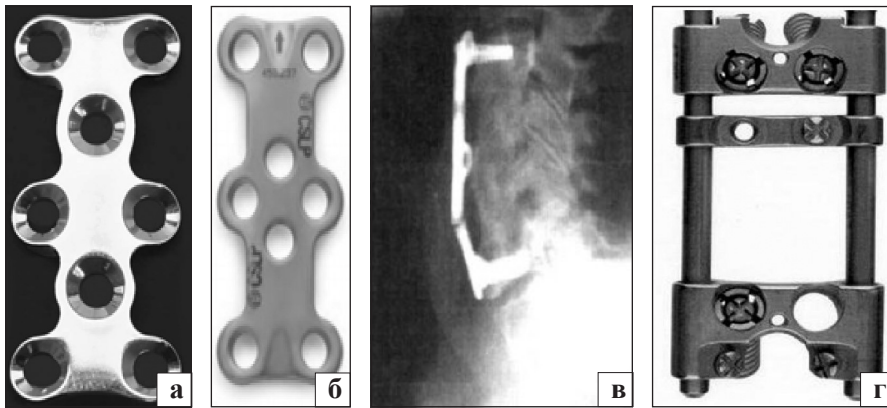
Зразки цервікальних пластин різних поколінь та ілюстрація ефекту вторинної динамізації: ригідні пластини першого покоління Orozco (Synthes) (а) та другого CSLP (Synthes) (б) [46]; фотовідбиток рентгенограми, що ілюструє полом ЦП та утворення після цього кісткового блоку внаслідок феномену вторинної динамізації [13] (в); динамічна пластина третього покоління DOC VCSS (DePuy) [2] (г)
